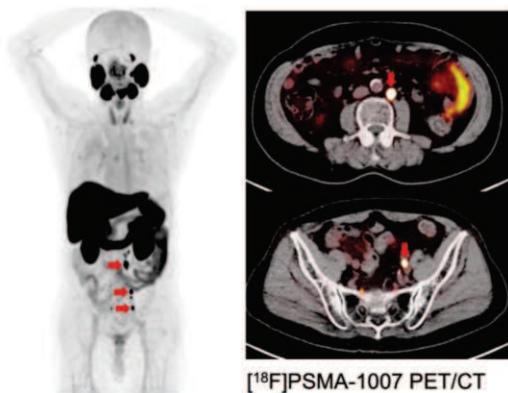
ポジトロン放出核種の¹⁸Fで標識したPSMA標的PET画像：従来手法では同定不可能な多発リンパ節転移（赤矢印）を検出可能
